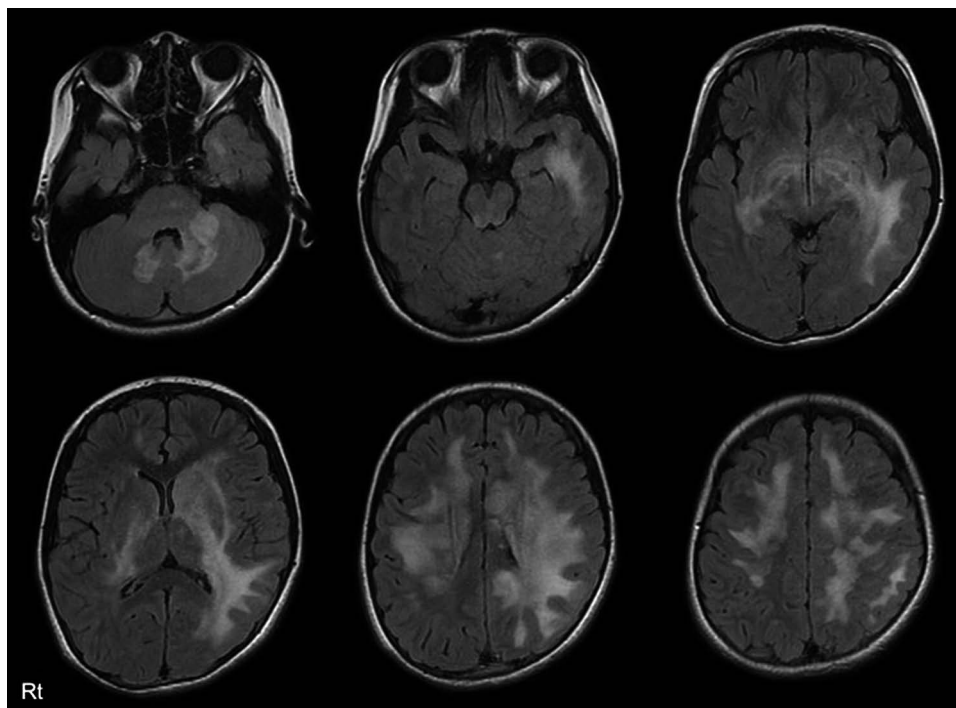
Brain MRI at 81 days after an initial episode of acute disseminated encephalomyelitis in an 11 years old patient.
